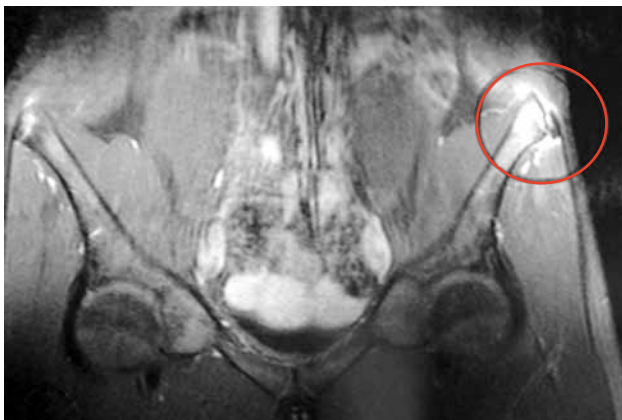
Arrancamiento de ala iliaca demostrado por RM. La Rx simple no mostraba la lesión.
